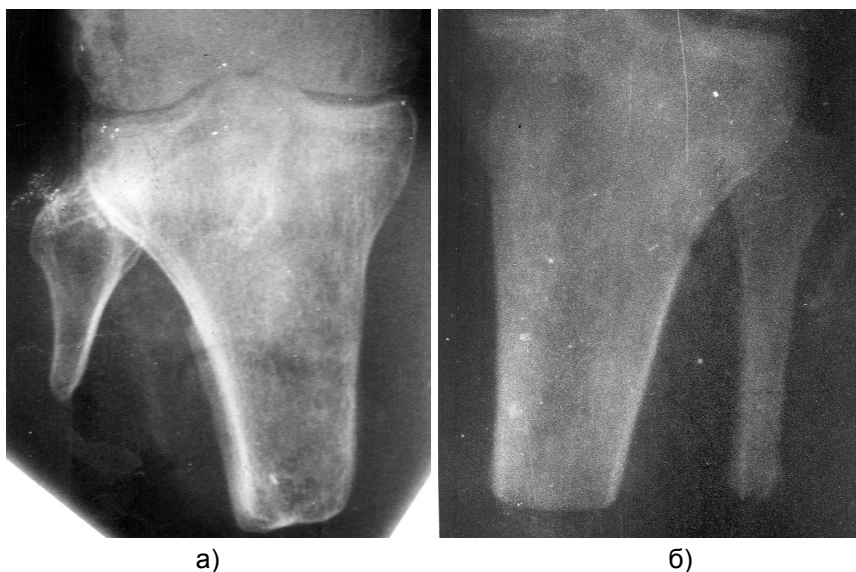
Фото рентгенограм. Гіпермобільність кукси малогомілкової кістки.
